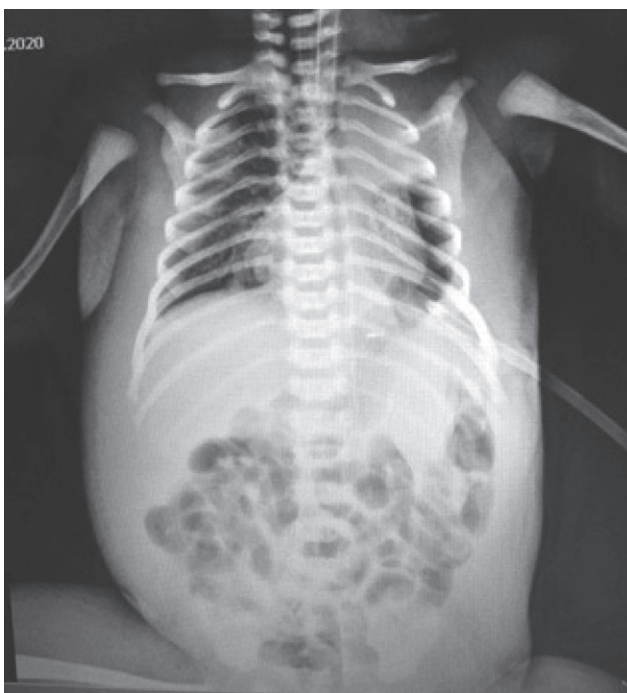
Контрольна рентгенограма, виконана на четверту добу після операції: зміщення органів середостіння не виявлено, паренхіма правої легені пневматизована, зберігаються ознаки гіпоплазії лівої легені
